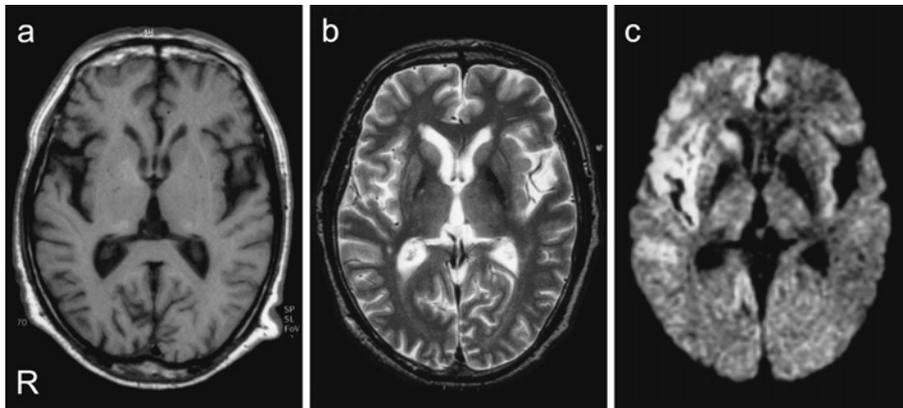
孤発性 CJD の比較的早期の MRI (a: T1 強調画像, b: T2 強調画像, c: 拡散強調画像). 脳萎縮はほとんどめだたないが (a), 拡散強調画像 (c) では, 右優位にシルビウス溝周辺の皮質, 尾状核頭部に高信号が明らかである. T2 強調画像 (b) では一見異常ないが, 右の尾状核等が左に較べてわずかに高信号を示している.
